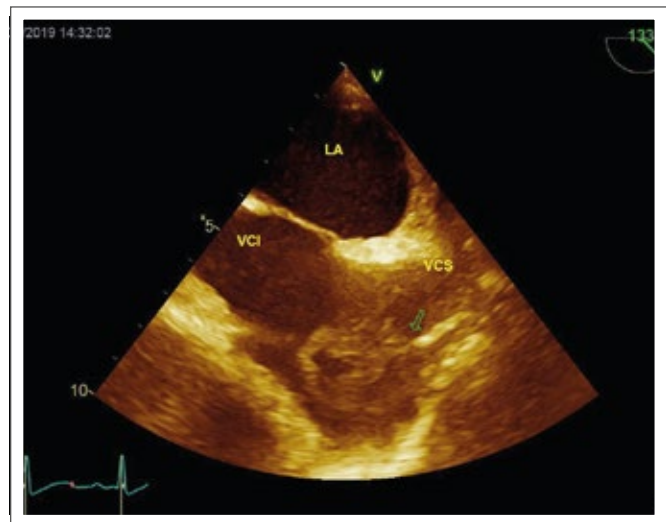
Transthorakale Echokardiographie mit bikavalem Schnitt. Raumforderung an der Spitze des Port-a-Cath.
